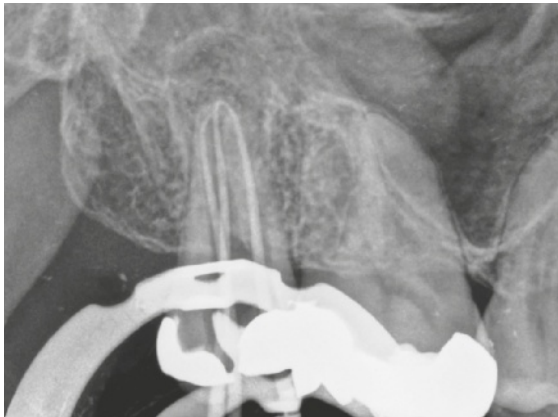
Auf der Masterpoint-Röntgenaufnahme wird die exakte Position der Guttapercha kontrolliert. Die Stiftlänge wurde um 1,5 mm gekürzt.
